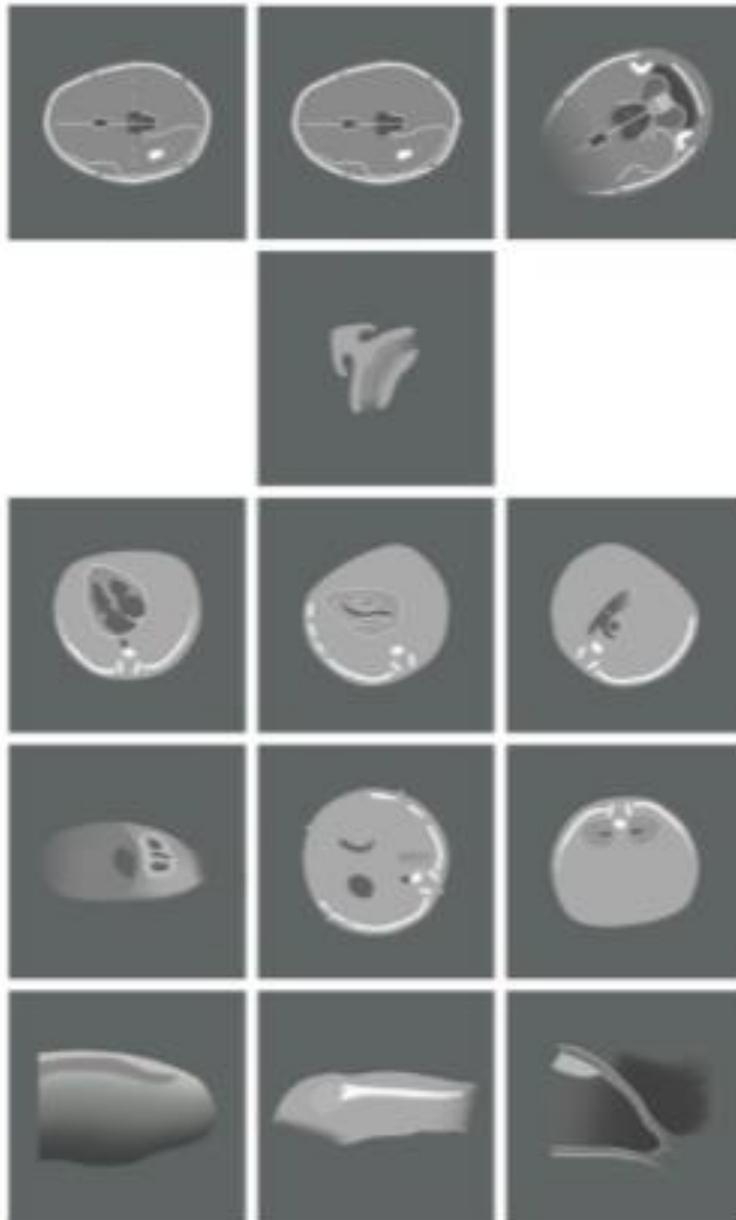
Silhouettes des images à fournir lors de l'échographie de dépistage du deuxième trimestre
